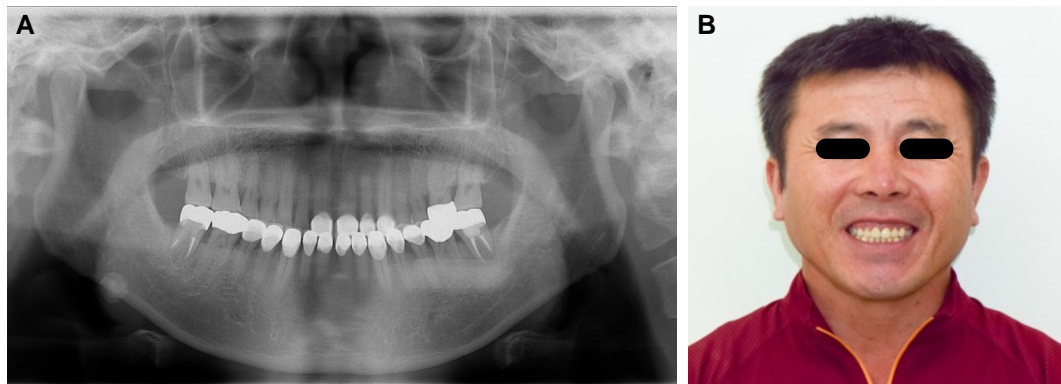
(A) Radiographic finding after the placement of definitive prostheses, (B) Facial photograph after treatment.
